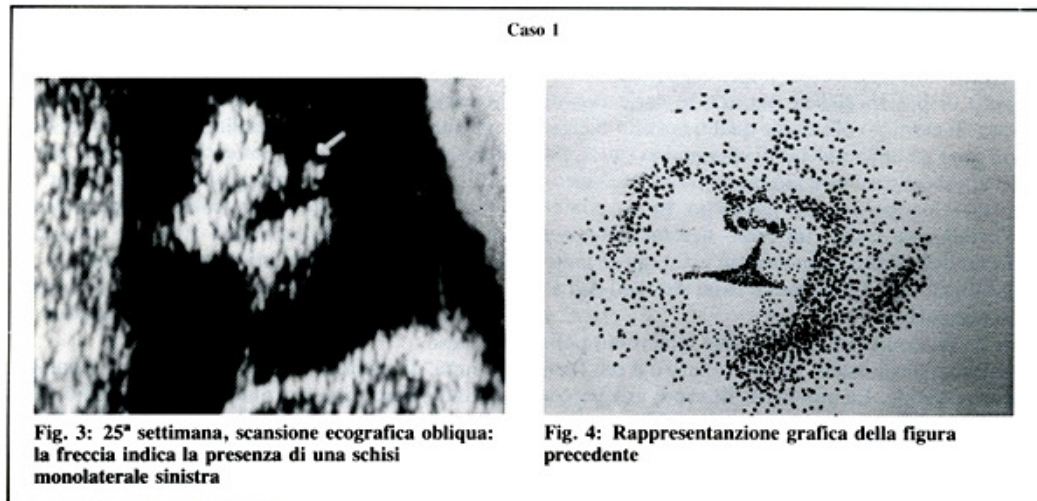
25^a settimana, scansione ecografica obliqua: la freccia indica la presenza di una schisi monolaterale sinistra
